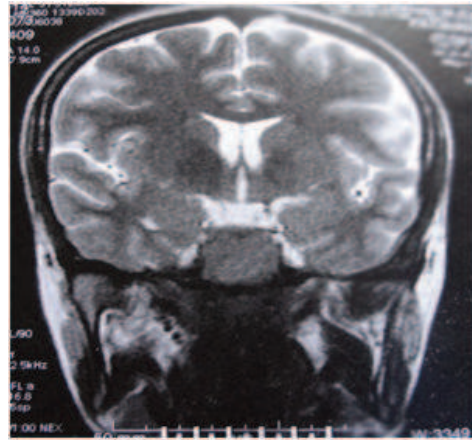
IRM en coupe coronale en T2 montrant l'aspect en hypo signal de la lésion.
